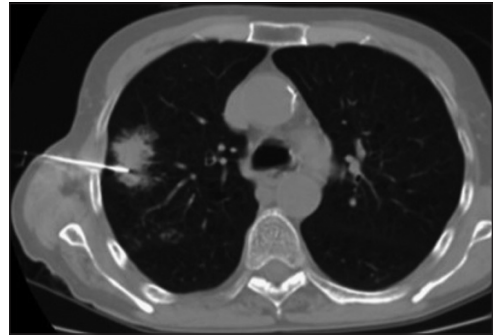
Hombre de 55 años fumador con una masa pulmonar en el lóbulo superior derecho sospechosa de corresponder a un tumor broncogénico. Imagen axial de TC muestra como la aguja de biopsia es introducida en la parte externa de la lesión. Luego la pistola o dispositivo de biopsia es insertado y disparado obteniendo un cilindro de tejido. La anatomía patológica demostró un adenocarcinoma pulmonar.
